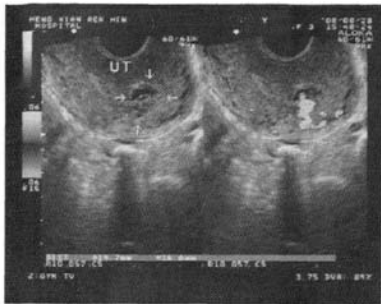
左侧 经阴道彩色超声多普勒血流显示近宫腔内膜子宫肌壁处局灶性血流信号丰富区
